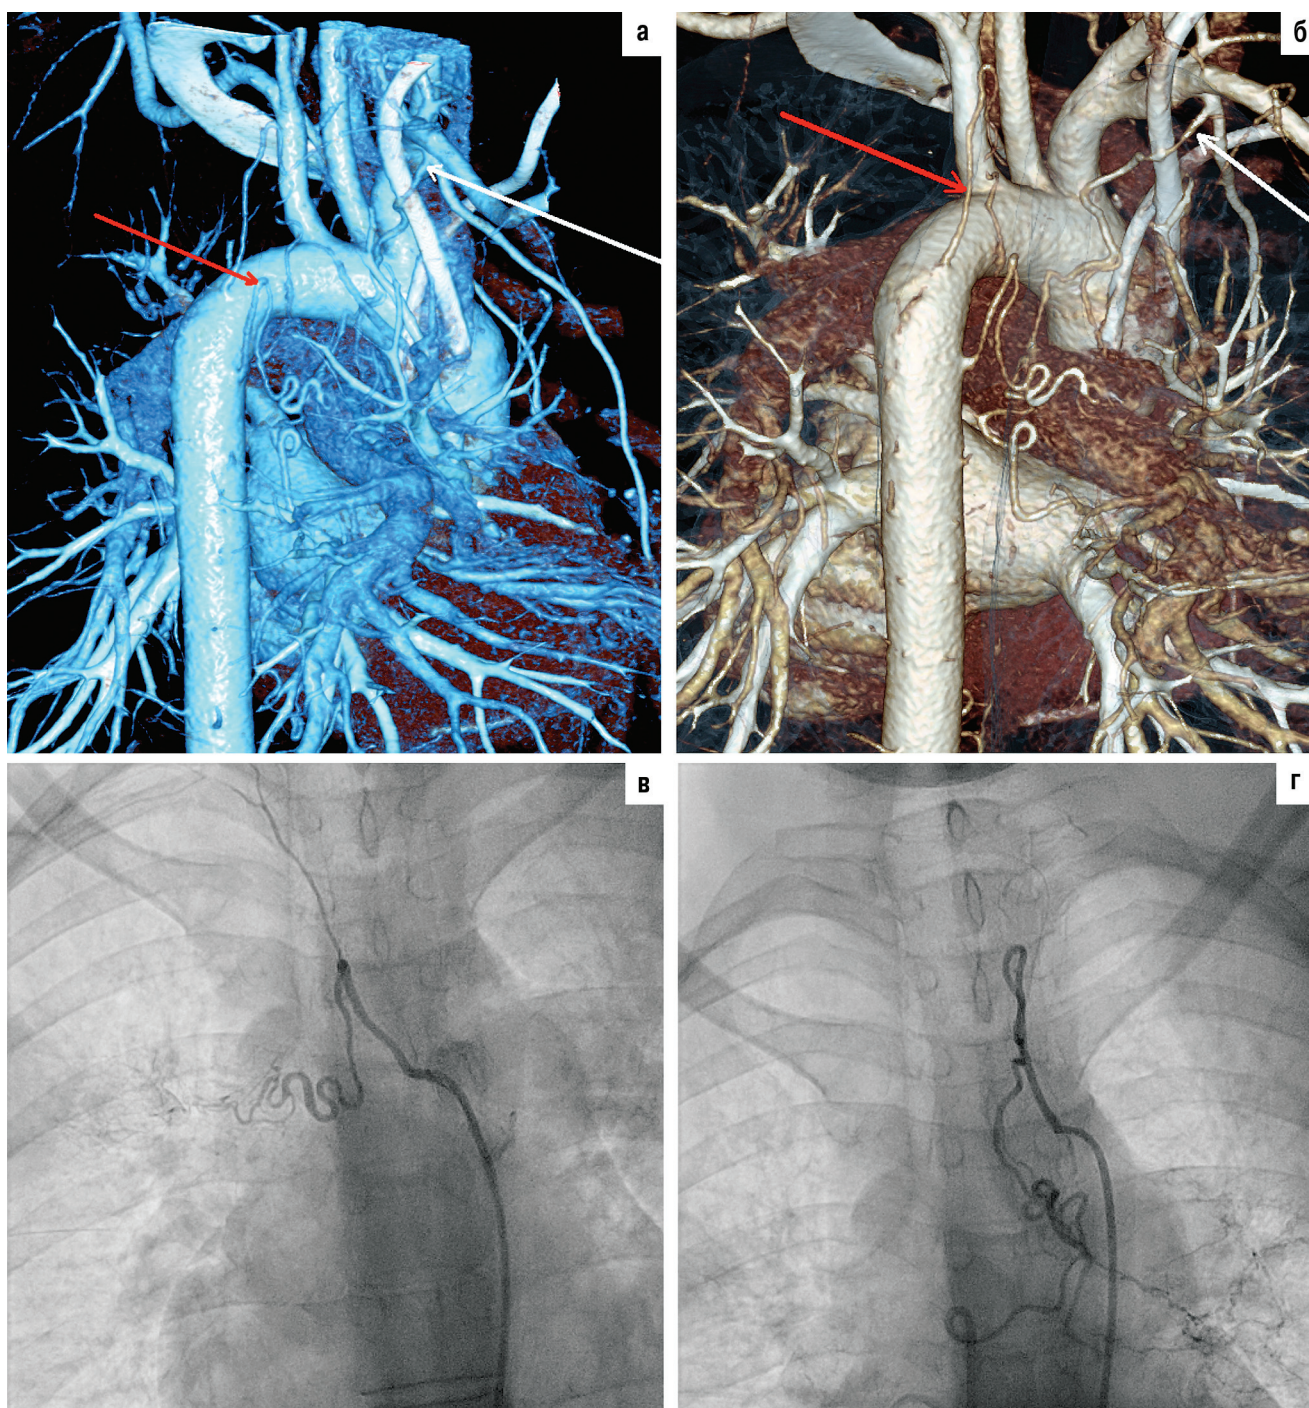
МСКТ-аортография (VRT-реконструкция БА): а – типично расположенная измененная правая БА (красная стрелка), небронхиальная системная коллатераль к средней доле правого легкого из бассейна правой внутренней грудной артерии (белая стрелка); б – нетипично расположенная измененная правая БА (красная стрелка), отчетливо визуализируется только начальный отрезок сосуда; в – селективная катетеризация типично расположенной правой БА; г – селективная катетеризация атипично расположенной правой БА, визуализируются ветви, кровоснабжающие нижнюю долю правого легкого и язычковые сегменты левого легкого
